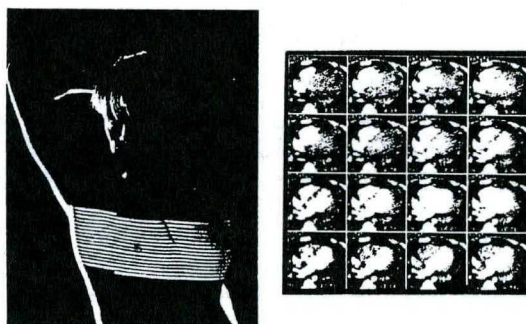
Tomografia em espiral (ZUCCARO, 1995).
